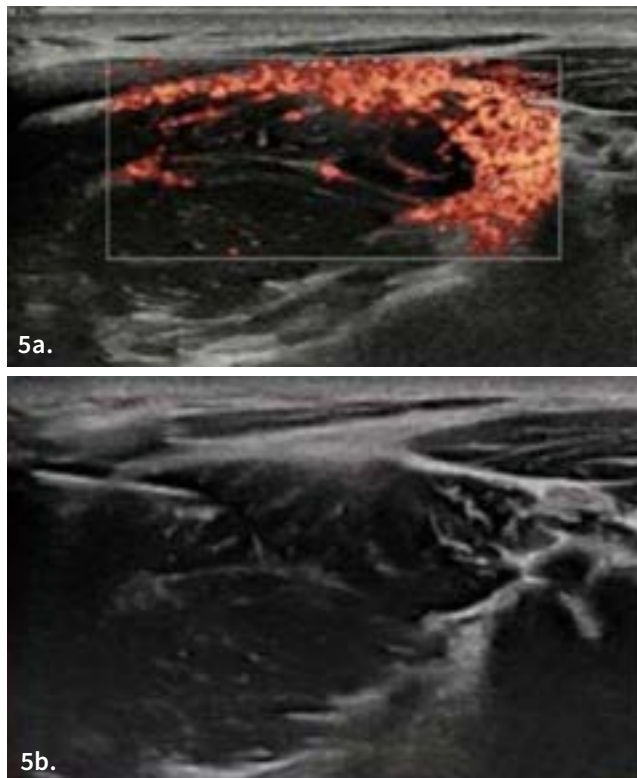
“Trigger Point” confirmado en modo US “Power Doppler”. 5b. Infiltración guiada por ecografía en zona hipoeecogénica en espesor muscular.
